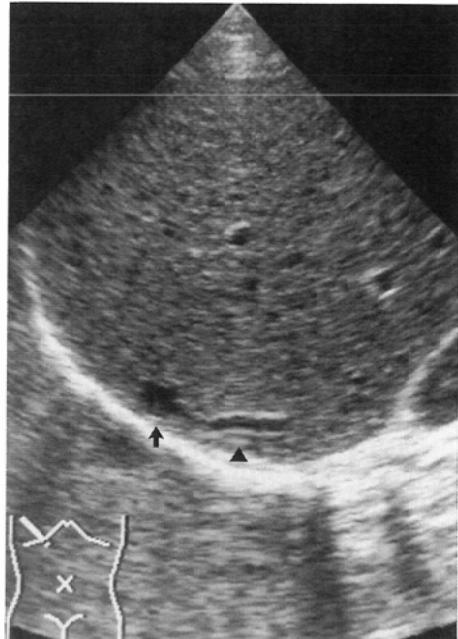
Ultrasonogram after angiography: Intercostal scan demonstrates vascular structure (arrow head) connecting to the cyst-like mass (arrow).
